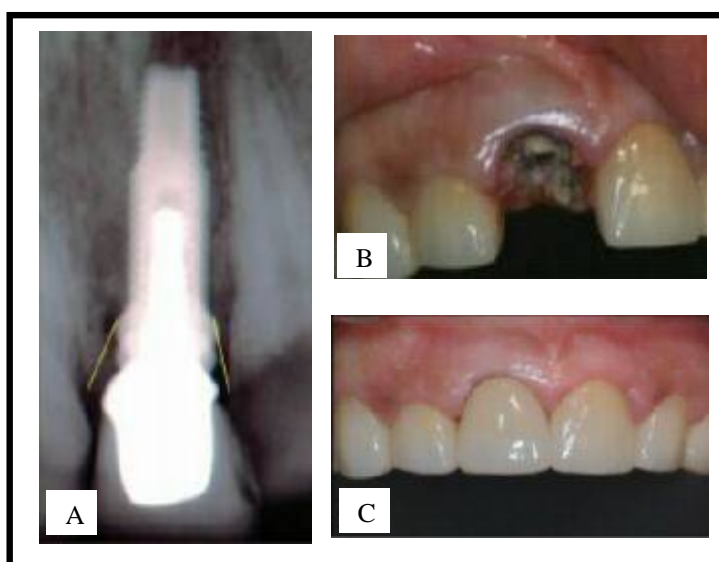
A) Radiografia digital, medição da crista óssea mesial e distal; B) Vista pré-operatória do elemento 11; C) Seis meses após a colocação do implante Cone Morse
